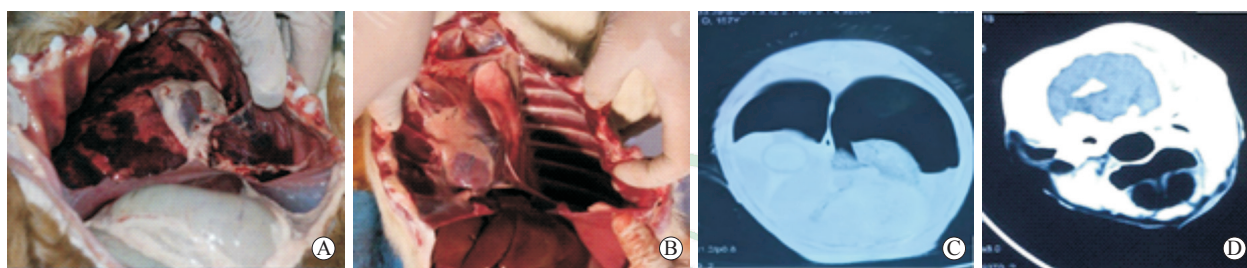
实验动物肺和脑大体观察及 CT 检查结果
